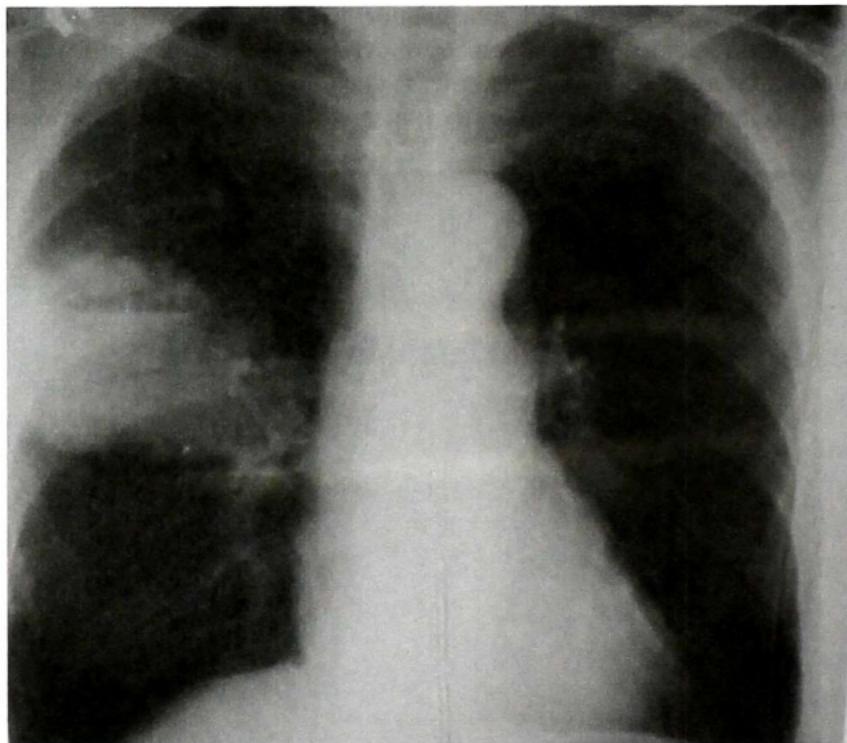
Рентгенограмма органов грудной клетки при периферическом раке легкого
